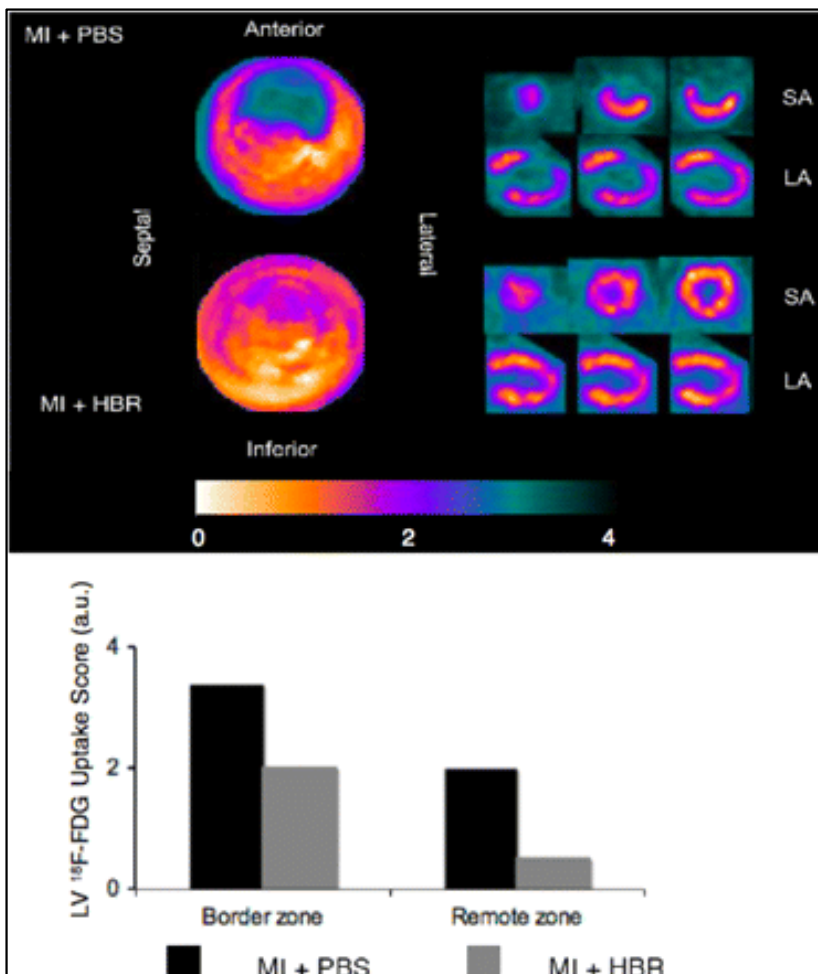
Metabolismo del glucosio nel miocardio misurato con [18F]FDG. Sopra, immagini rappresentative fornite dalla PET. Sotto, valori medi dell'uptake di [18F]FDG da parte dei cuori infartuati trattati con 100 µl di HBR (0.2 mg di HBR/100 g di peso dell'animale) o con PBS. n = 11 animali per ogni condizione sperimentale. SA, short axis; LA, long axis. a.u., arbitrary units.
